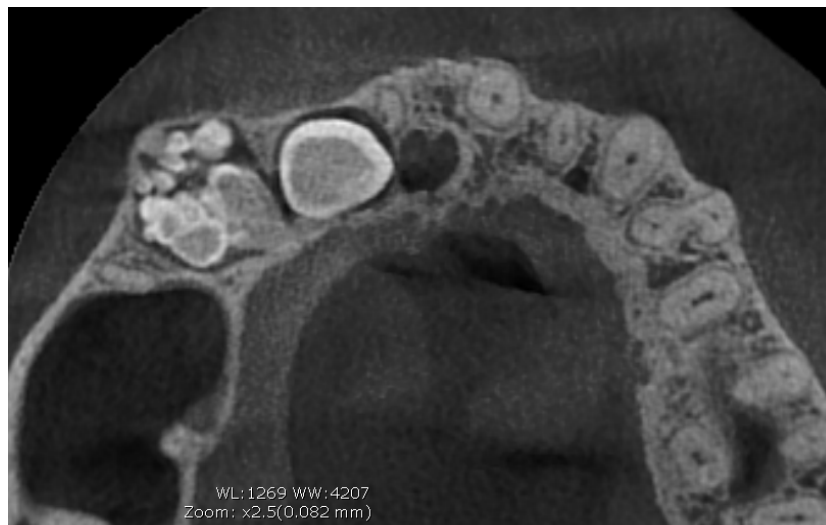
Tomografía conebeam corte coronal zona maxilar evidenciando presencia del odontoma
